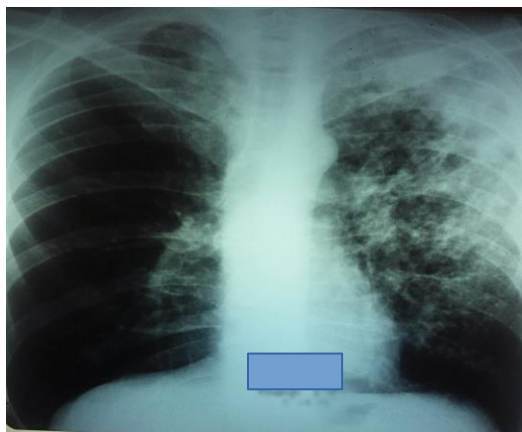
Рентгенограмма ОГК от 05.08.2015 года.
